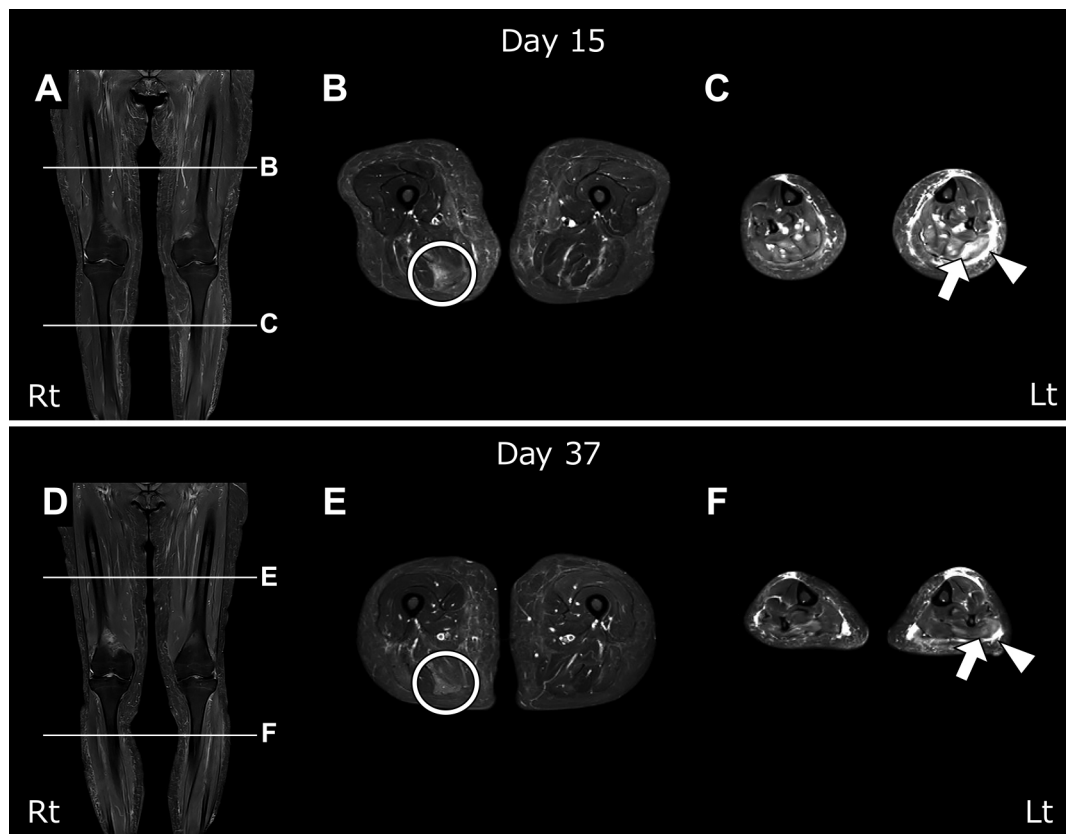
Muscle MRI (STIR).
